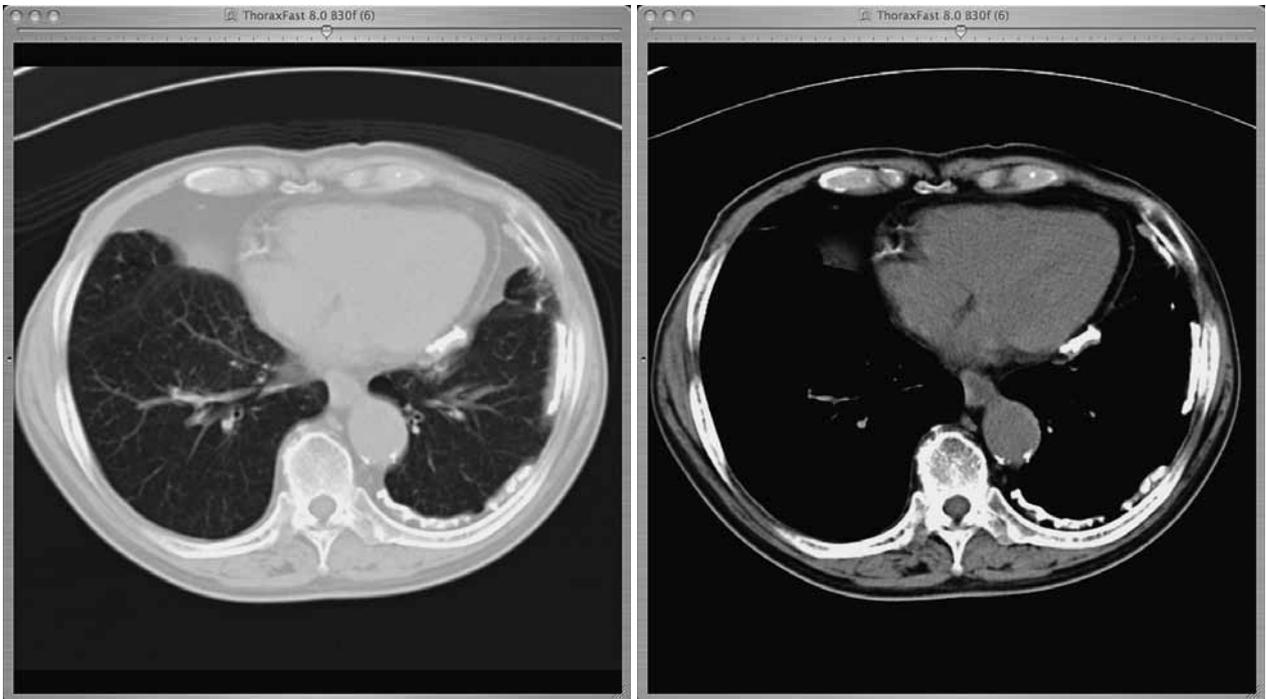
胸部CT画像（左：肺野条件 右：縦隔条件）
